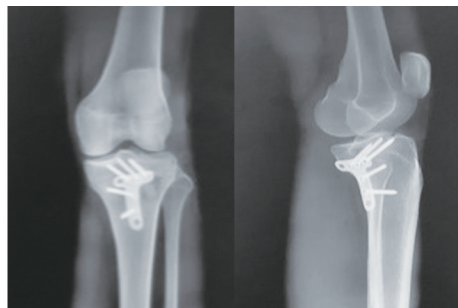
术后3 d X线片示骨折复位良好,固定牢靠,内翻角及后倾角正常
